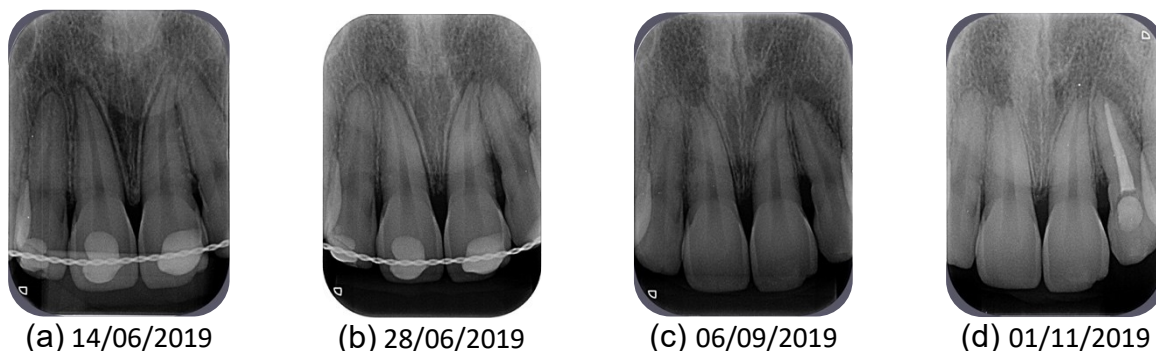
(a) Aspecto radiográfico após reposicionamento e imobilização após luxação extrusiva dos dentes 11 e 21 (b) Radiografia 19 dias após o trauma: ainda observa-se leve espessamento do ligamento periodontal e dentes com contenção flexível; (c) Controle realizado 3 meses após o trauma: evidenciando ampliação do forame apical em formato de “V” e área radiolúcida periapical nos dentes 11 e 21; (d) Radiografia de controle realizada 5 meses após o trauma: elementos 11 e 21 apresentam-se com ápices abertos e normalidade do osso alveolar periapical.
